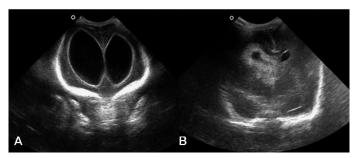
Imaging of infants with IVH grades III & IV. A, Sonographic image of an infant with IVH grade III born at GA 24⁺⁶ weeks and scanned at 35 weeks. B, Image of an infant with IVH grade IV born at GA 25+3 weeks and scanned at 38 weeks. GA, gestational age.
